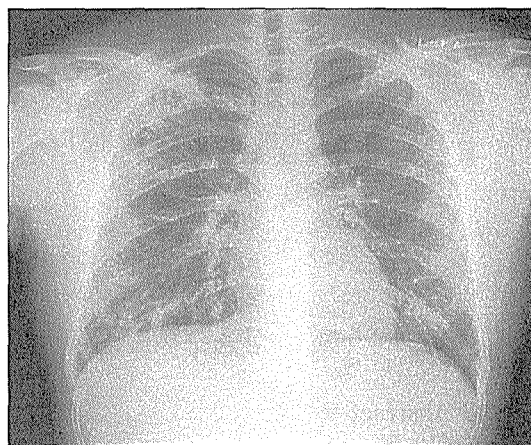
The chest X-ray on the day of admission, shows increased interstitial infiltration with patchy consolidations on both lungs.
